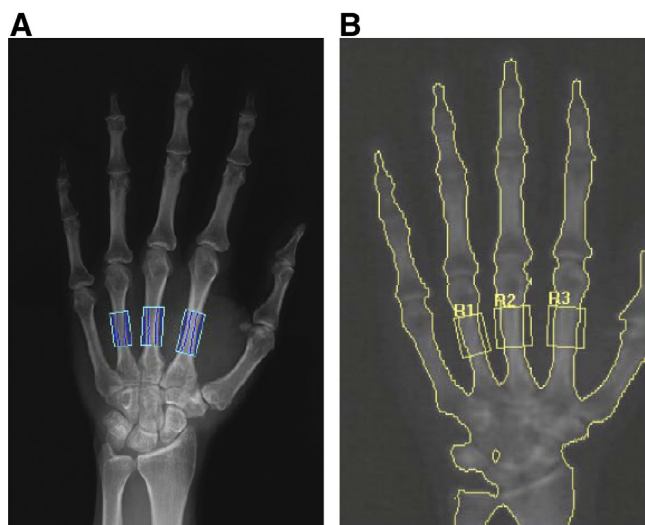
DXR image (A) and DXA image (B) of the nondominant hand showing ROIs at metacarpal bones. DXR: dual-energy X-ray radiogrammetry; DXA: dual-energy X-ray absorptiometry; ROIs: regions of interest (R1, R2, R3).
